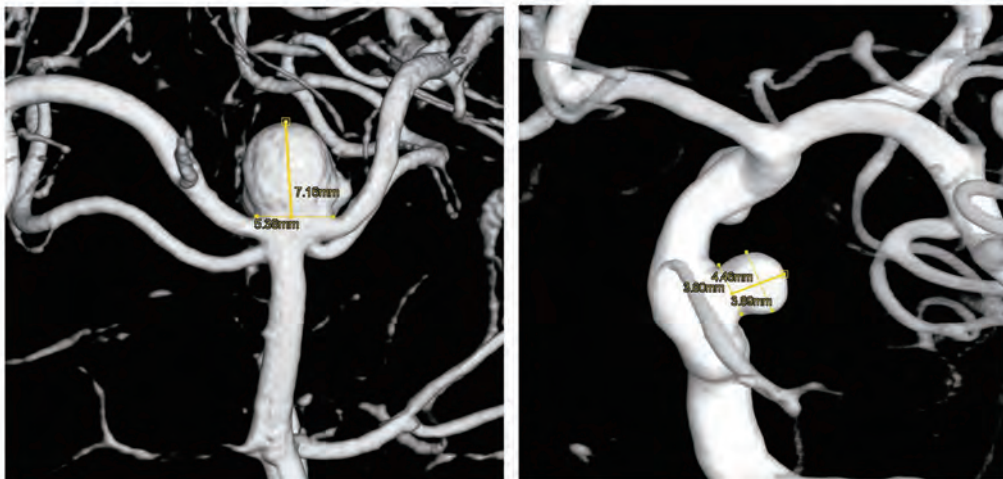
CT画像から構築した脳動脈瘤の三次元形状。脳動脈瘤は脳動脈の分岐部（左図）もしくは側面（右図）に発生し、破裂によりクモ膜下出血をもたらす。
